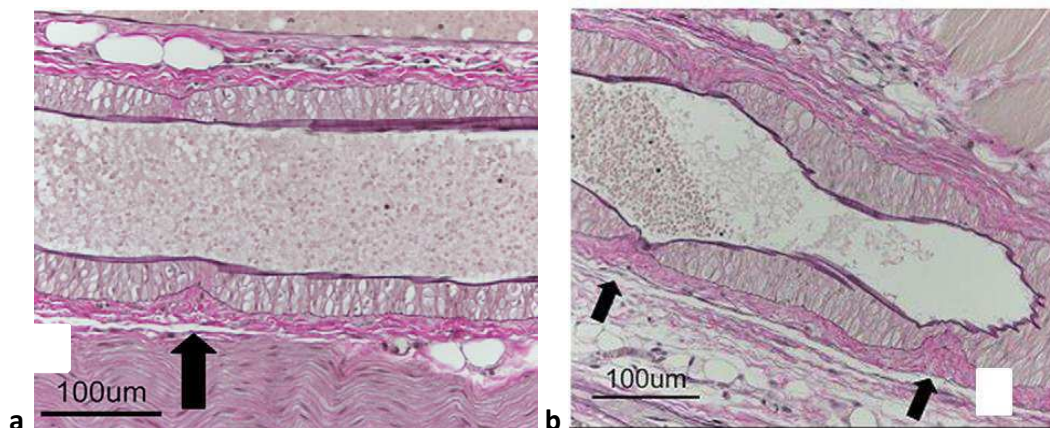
Coloration (Elastica–van Gieson) de coupe longitudinale d'artère saphène, 3 mois après irradiation MRT à 312 Gy (a) ou 2 000 Gy (b). Dans le passage des microfaisceaux, indiqué par les flèches, la couche musculaire lisse (rose-orangée) est affinée de manière dose-dépendante. Extrait de [Van der Sanden B. et al. 2010].
